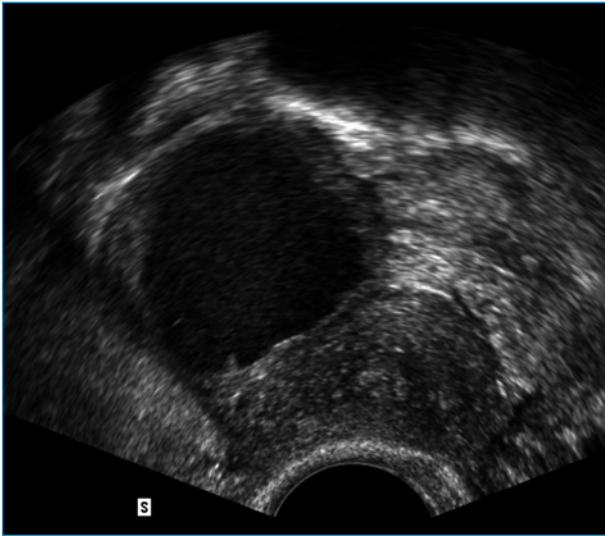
Échographie endovaginale montrant une formation kystique à contenu finement échogène homogène, évocatrice d'un endométriome ovarien.
